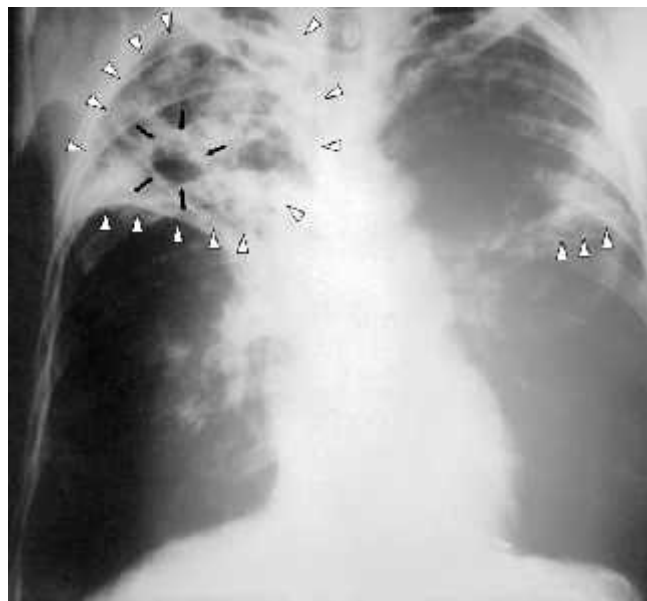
X-ray e gjoksit të një personi me tuberkuloz të avancuar: Infeksioni në të dy mushkëritë është shënuar me shigjeta të bardha kurse formimi i një zgavre është shënuar me shigjeta të zeza.
